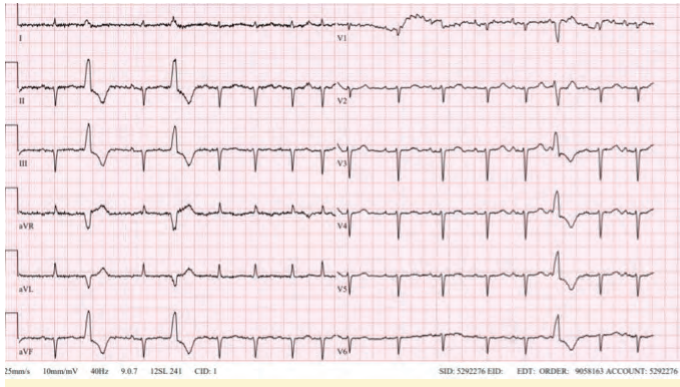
Olgunun Haziran 2021 tarihli elektrokardiyografisi
